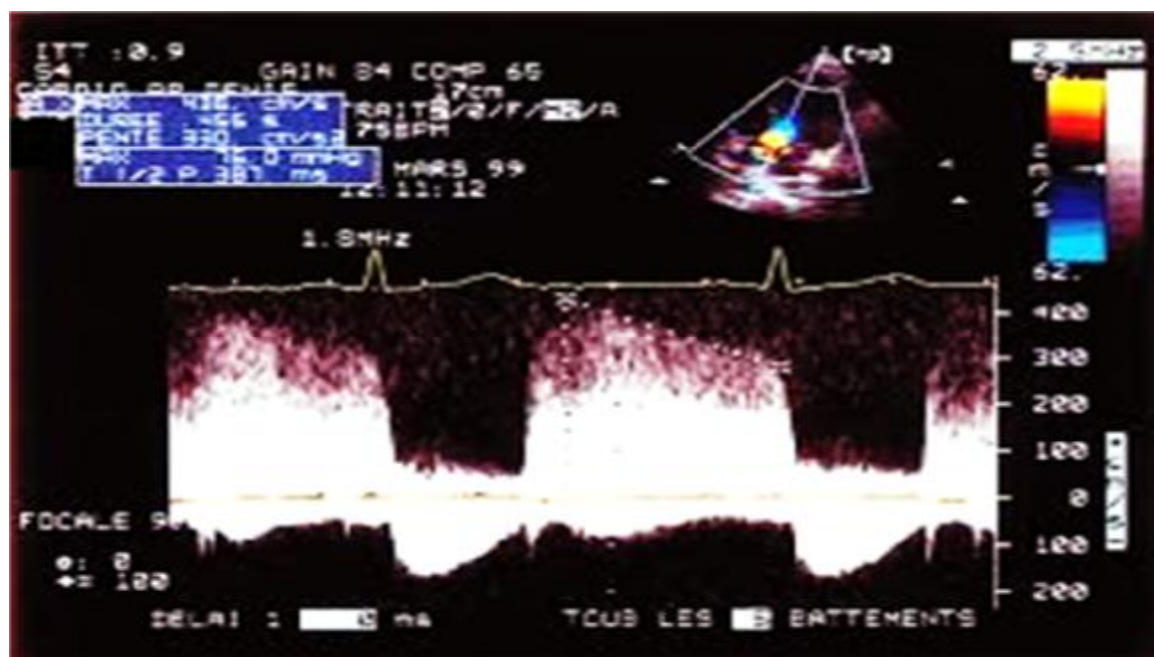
Image {13}d'une ETT ET un Doppler d'une insuffisance aortique
